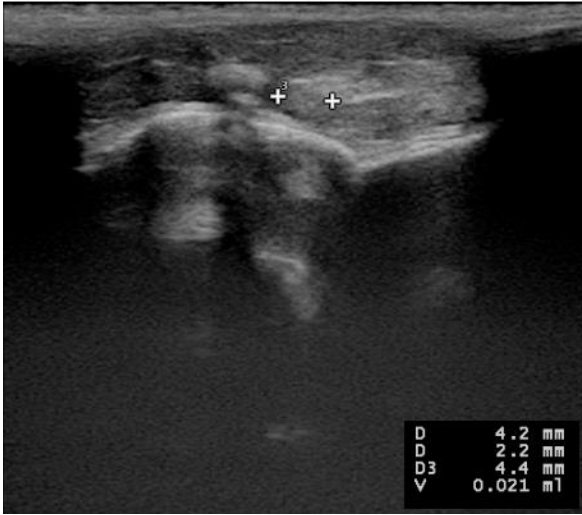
Grup L2 Postoperatif 1. Gün USG
